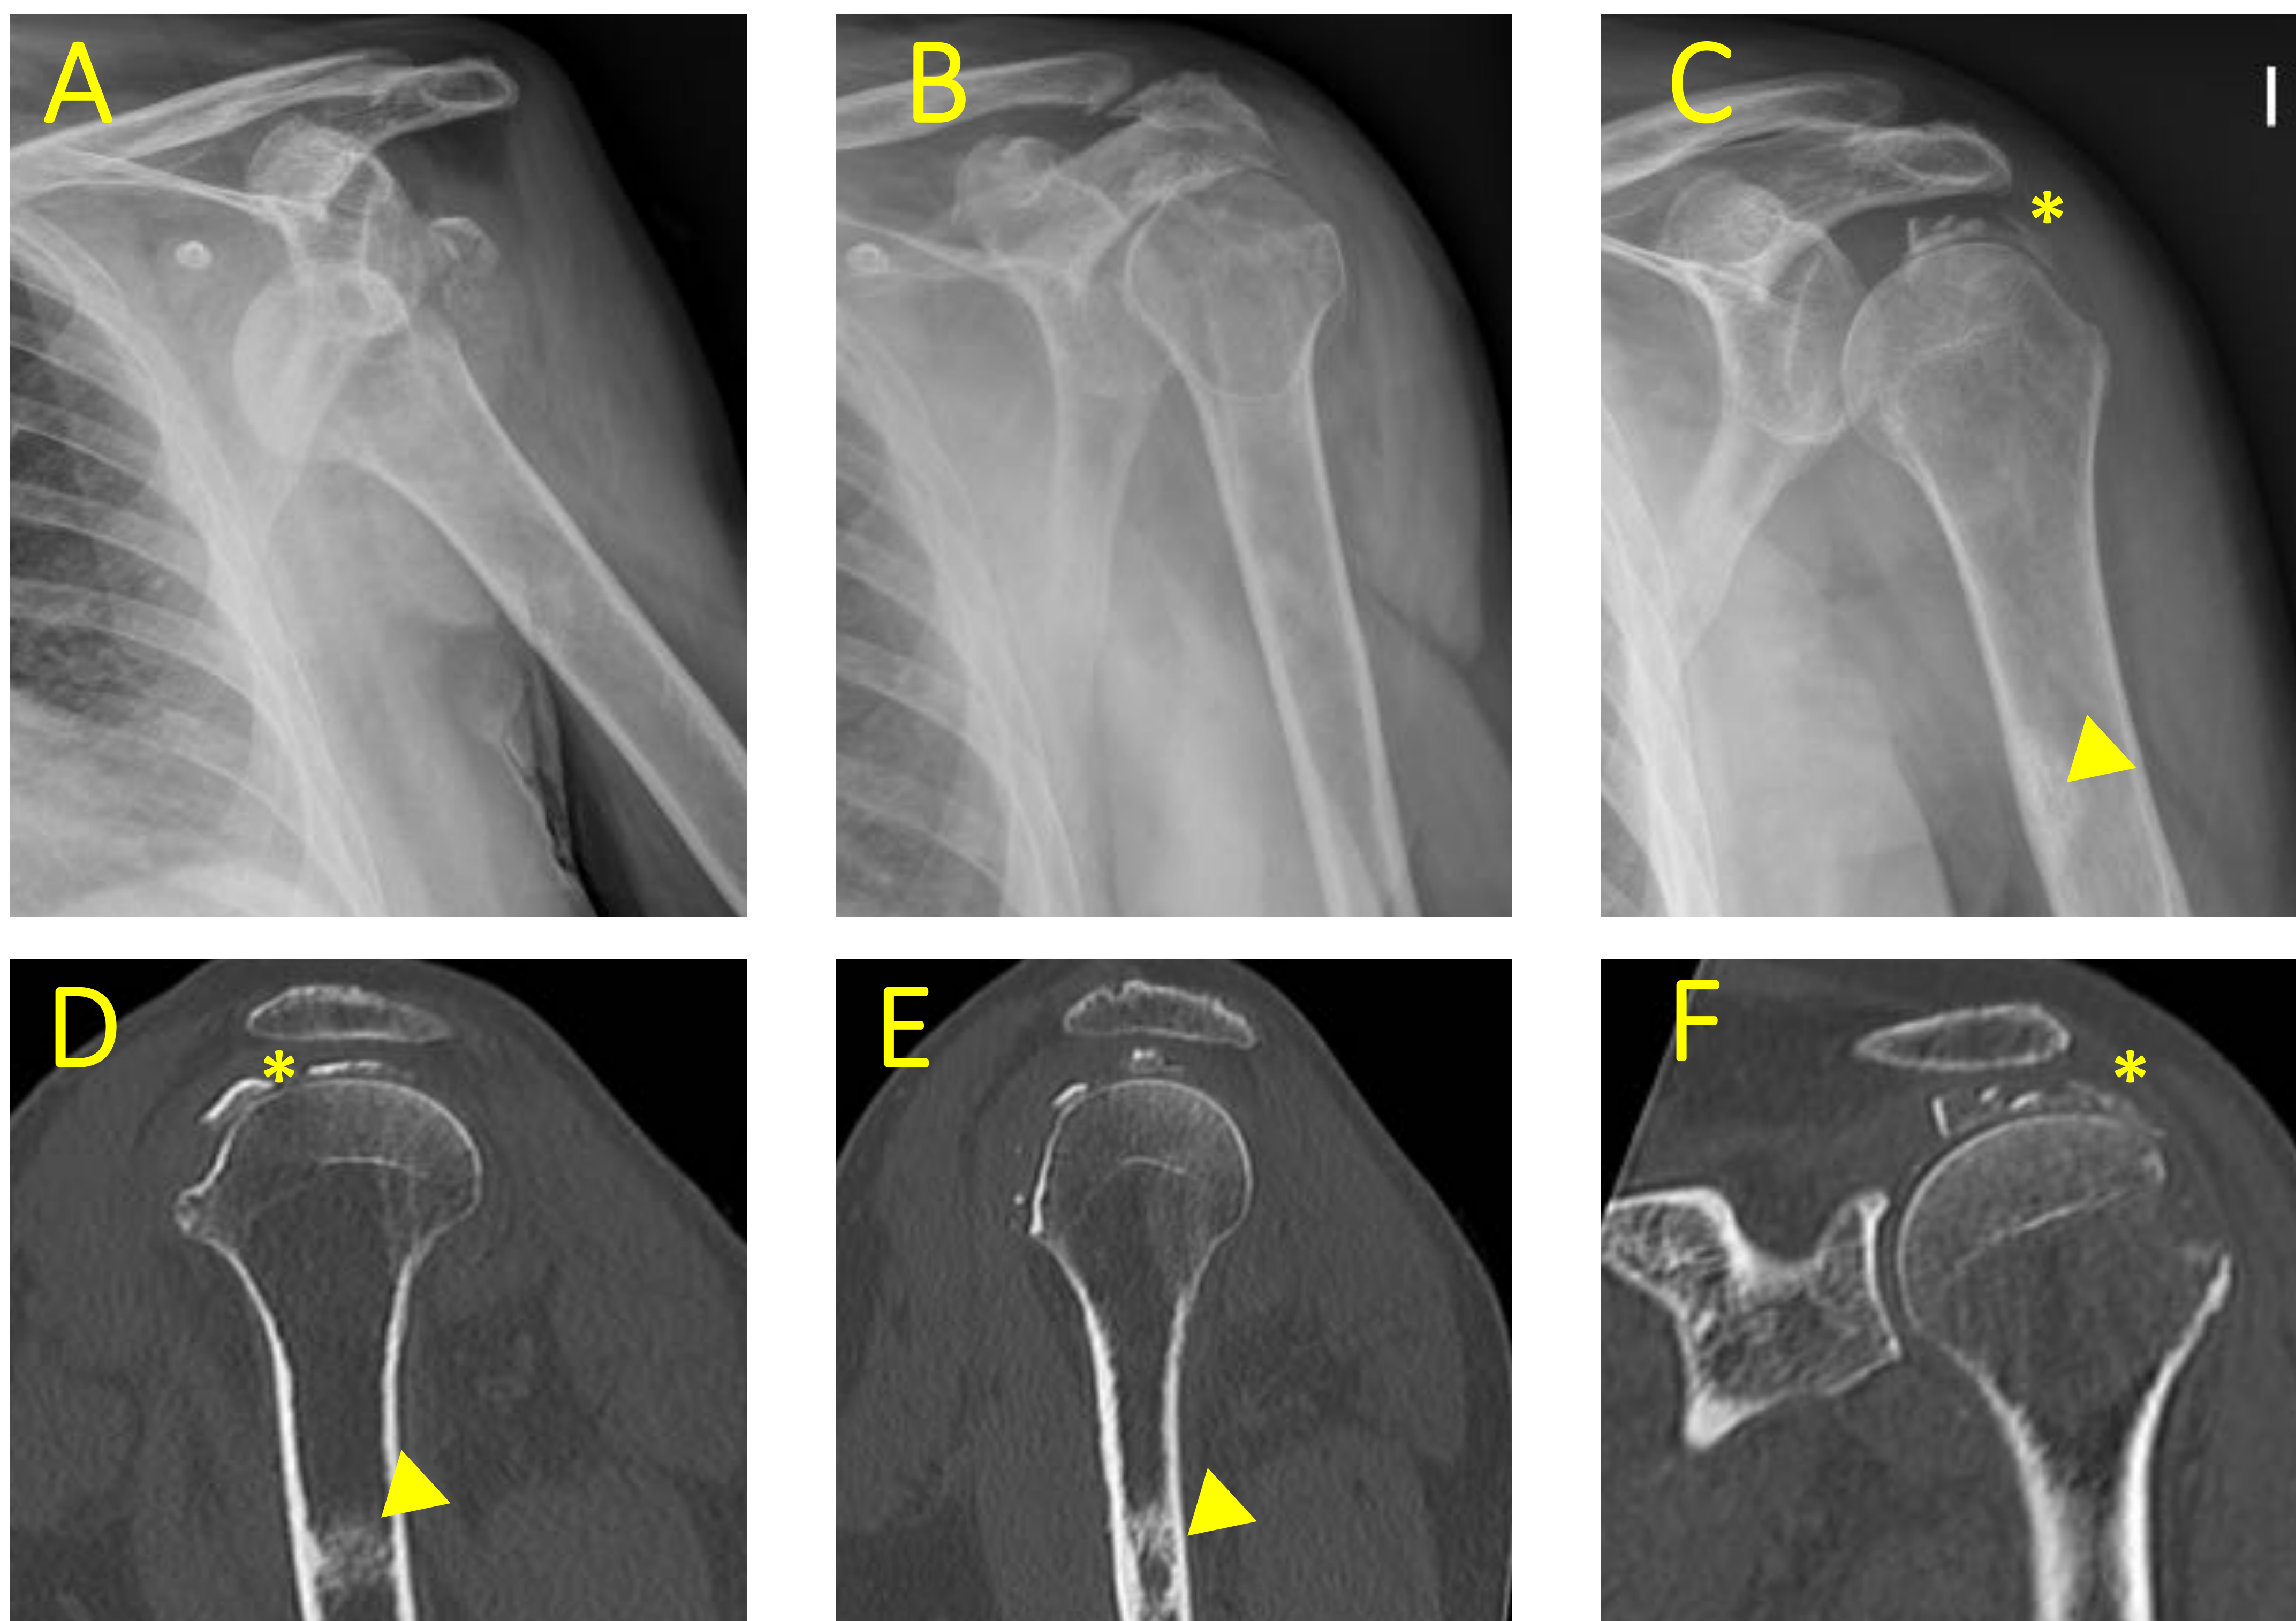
FHP extraarticular unifocal en 2-partes del troquíter (Neer 2) con luxación anteroinferior en un varón de 70 años. (A-C) (A) Radiografías simples AP del hombro izquierdo con luxación anteroinferior con fractura de troquíter (Hill-Sachs). (B) Se decidió tratar mediante reducción cerrada y tratamiento conservador. (C) A los 3 meses el paciente refería dolor y se observa migración de múltiples fragmentos del troquíter desplazados cranealmente en situación subacromial (*). (D-F) MPR sagital y coronal con hallazgos equivalentes. Nótese el defecto óseo cortical / fibroma no osificante en la diáfisis humeral (▼).
